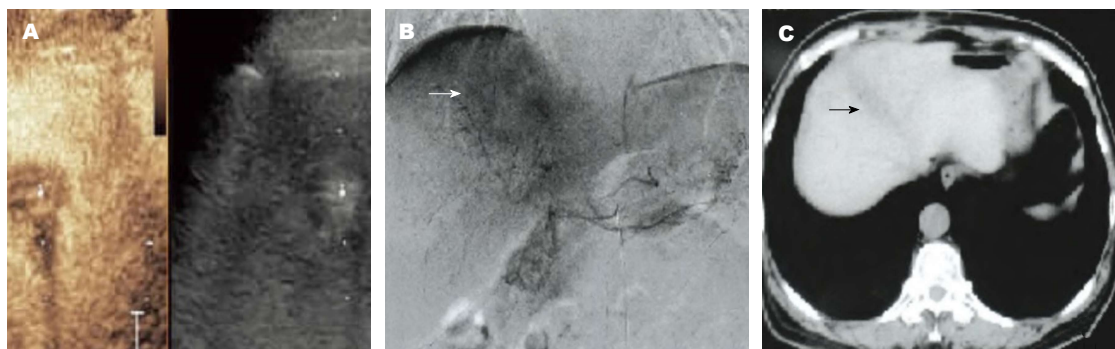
经导管肝动脉化疗栓塞术后超声造影、数字减影血管造影和CT对同一肿瘤成像. A: 超声造影显示动脉期肿瘤内存在高增强; B: 数字减影血管造影显示肿瘤存在团片状染色; C: CT平扫肿瘤内未见明显碘油沉积.
